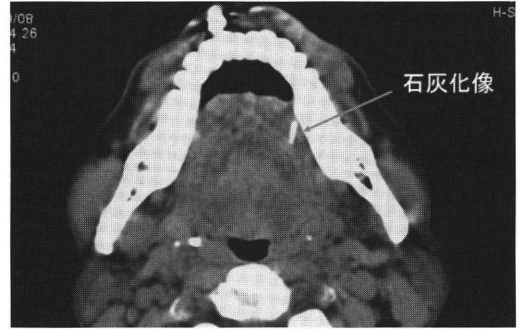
2006年CT. 顎下腺管内唾石(図1)とは異なった角度の石灰化像を認めた (矢印)
